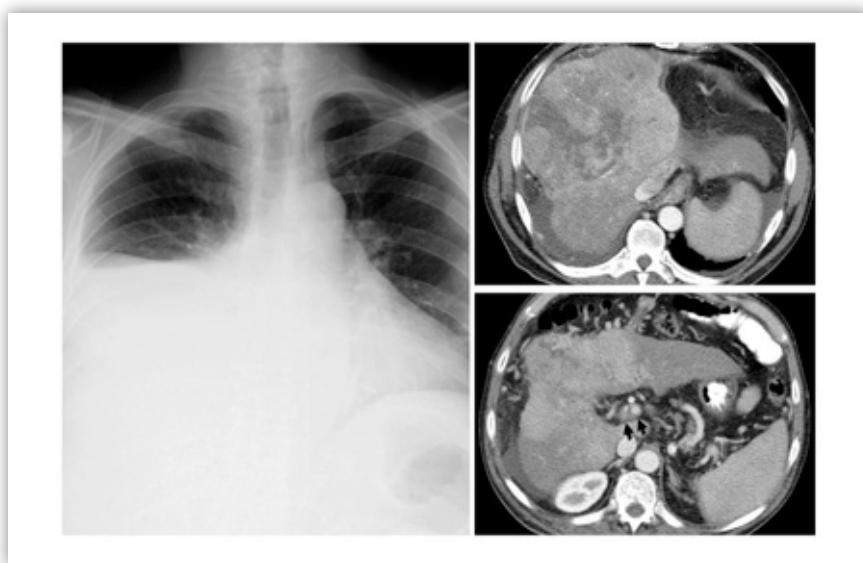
Imagen de un hepatocarcinoma en estadio avanzado. Rx Tórax con derrame pleural derecho. TC abdominal: Masa hepática de unos 10 cm de tamaño, localizada en los segmentos VII y VIII. Trombosis de la vena porta (puntas de flecha)
